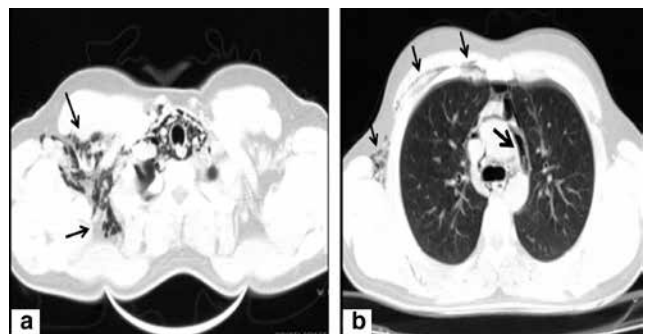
a) Computed thorax tomography showing air in soft tissue of neck (black arrow), b) Computed thorax tomography with lung windows demonstrate subcutaneous emphysema (thin arrow) and pneumomediastinum (thick arrow)
